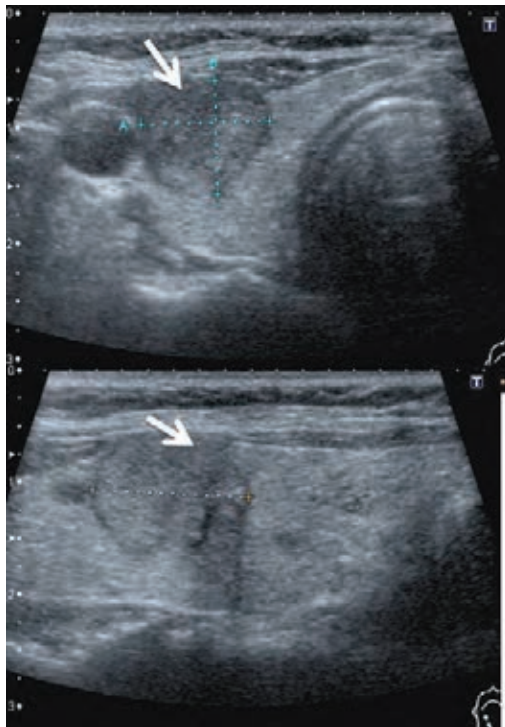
超音波では右下副甲状腺腫大が同定できなかった症例
